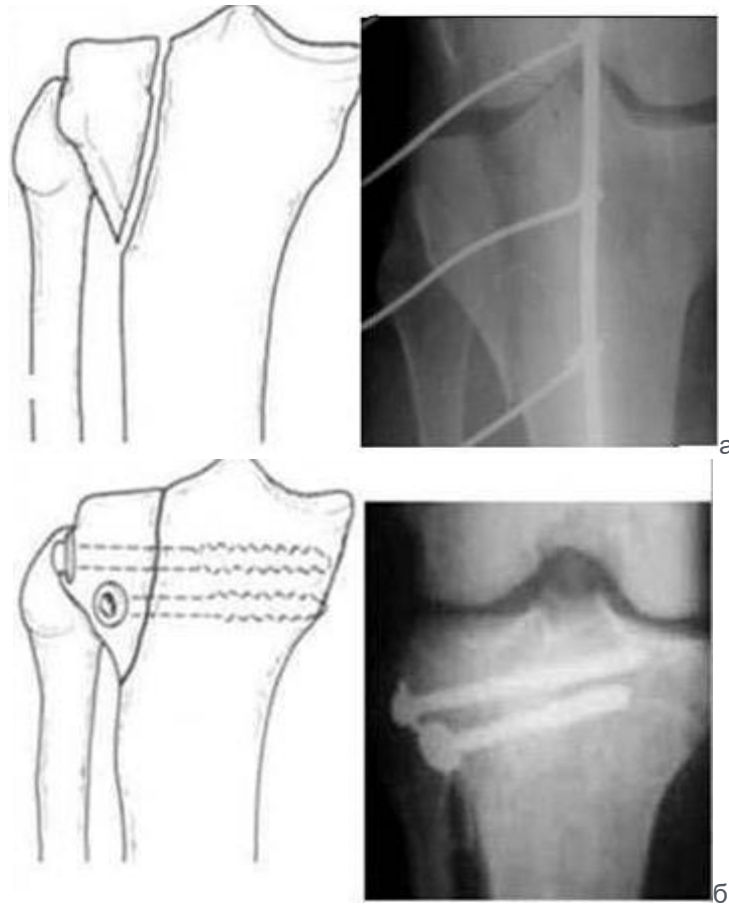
Схеми та фото рентгенограм: а – перелом зовнішнього виростка великогомілкової кістки типу Schatzker 1 до операції; б – остеосинтез зовнішнього виростка двома компресуючими гвинтами.
